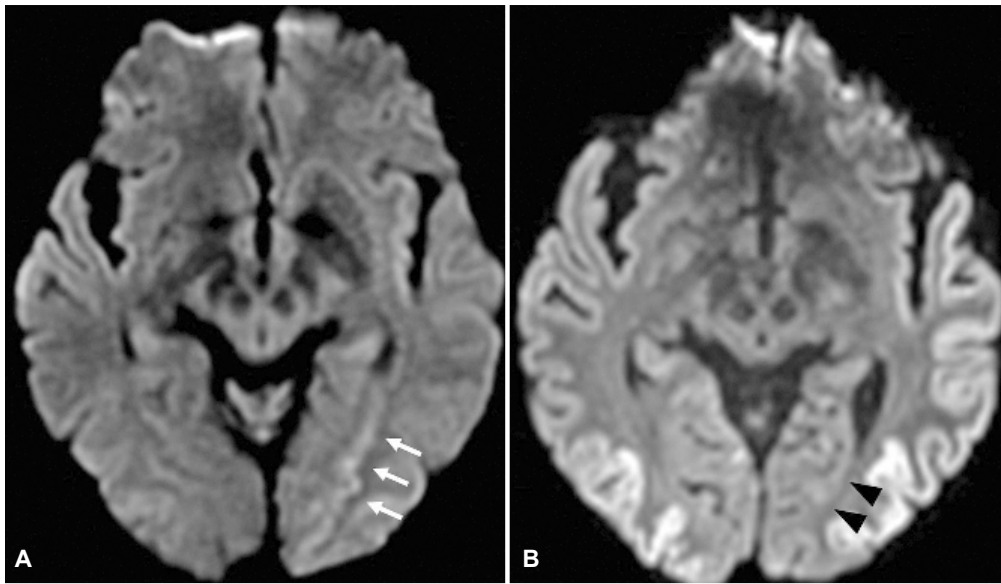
Diffusion-weighted magnetic resonance images of the patient’s brain. (A) An initial image showed diffusion restriction lesion in the left medial occipitotemporal area (arrows). (B) Follow-up image after 5 months revealed normal signal intensity in the previous lesion (arrowheads), accompanied with diffuse high signal in the bilateral occipitotemporal cortices.
